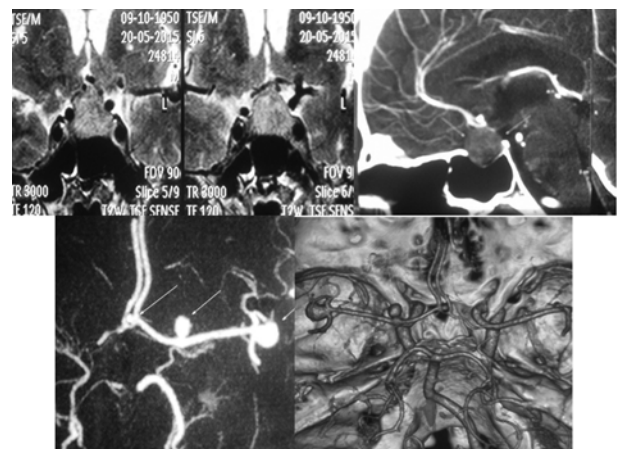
Ендосупраселлярний (ліворуч Кносп II-III) об'ємний процес (безсимптомна ГНАГ) та множинні АА ГМ. Хворий Л-й, 65 років. МРТ, МСКТ-АГ, МСКТ-3D реконструкція
